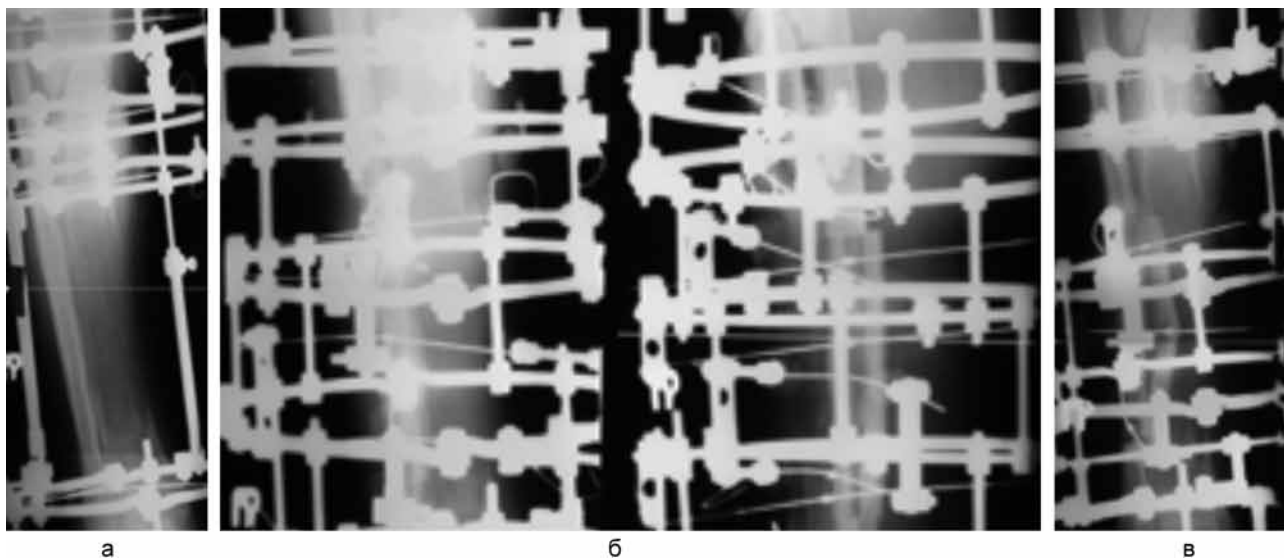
Рентгенограммы правой голени пациента К., 51 г.: а – при поступлении; б – после выполненной остеотомии малоберцовой кости, в – в начале фиксации
